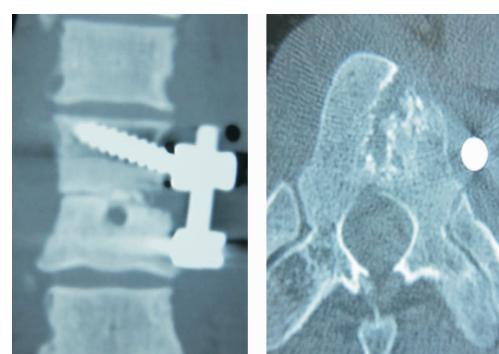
术后 6 个月 CT 重建图像(胸 8、9 椎
